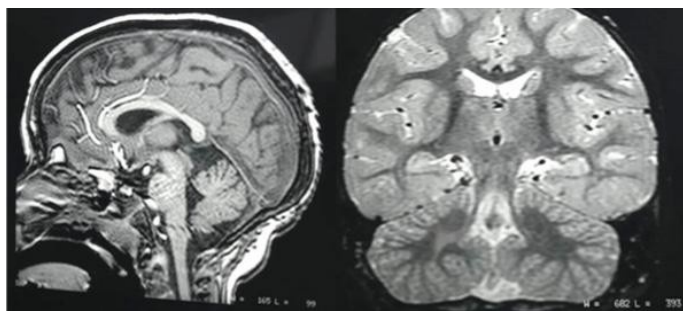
Ressonância magnética do encéfalo da paciente.
